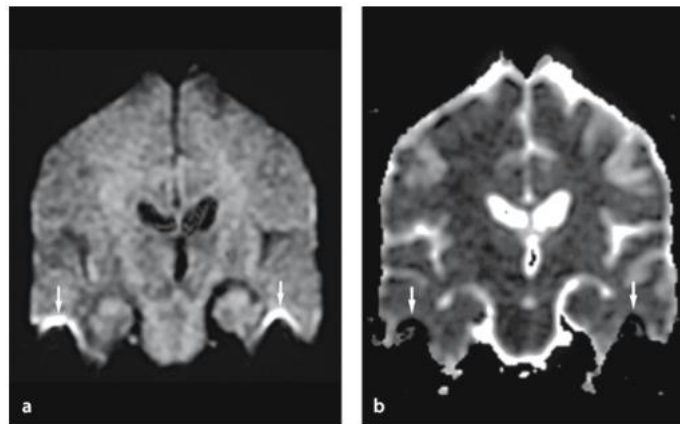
Artefacto de susceptibilidade magnética. DWI, a; mapa de ADC, b. Adaptado de(59).
